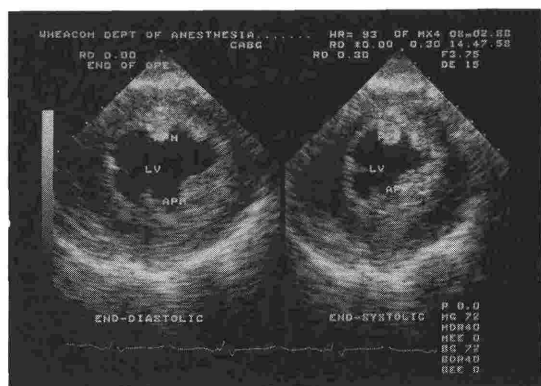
Midpapillary muscle level での左室短軸像 拡張終期(左側)と収縮終期(右側)の左室短軸像がそれぞれ心電図に同期してフリーズされている。経食道心エコーのため体表からのエコーと異なり、スクリーンの上が左室後壁、下が前壁、左が心室中隔、右が側壁である。
